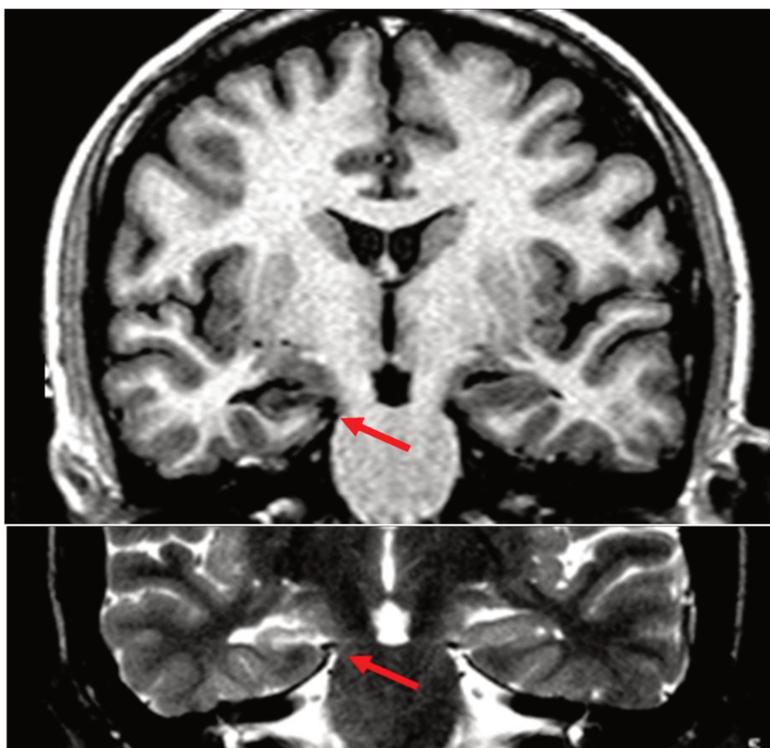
Ilustração de sinais de EH na RM: Aumento do sinal nas imagens ponderadas em T2 e perda de volume do hipocampo nas imagens T1.
